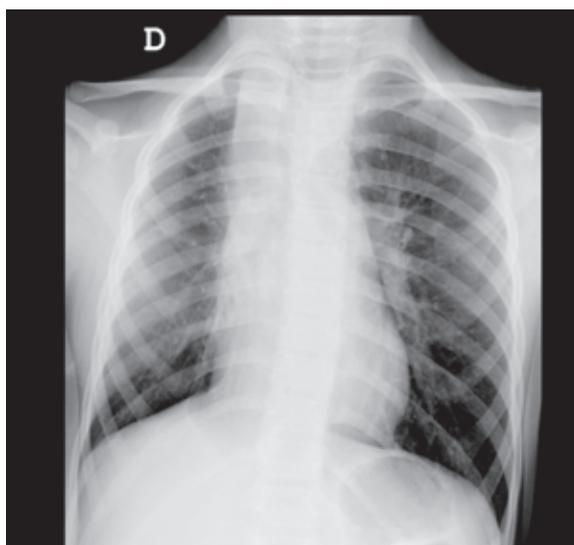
Radiografía realizada al mes de la cirugía. Disminución de volumen del hemitórax derecho secundaria a lobulectomía superior y media, con muy buena expansión compensatoria de lóbulo inferior derecho
